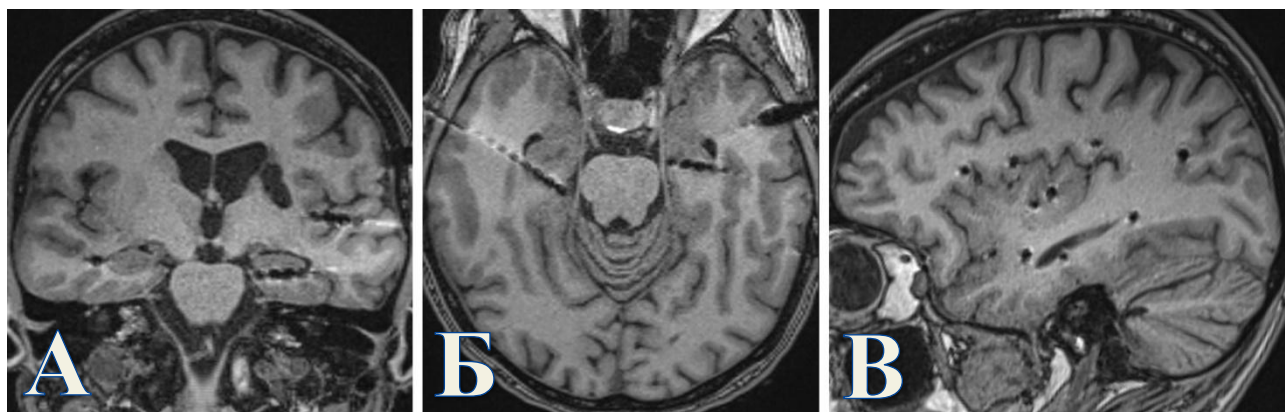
Определение положения электродов на основании МРТ головного мозга в последовательности Т1-ВИ у пациентки К. А. Коронарная проекция. Б. Аксиальная проекция. В. Сагиттальная проекция.
